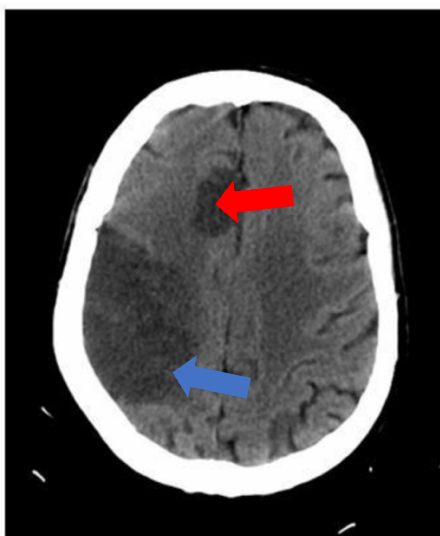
TC que mostra dos zones d'infart corresponents a la arteria cerebral mitja (fletxa blava) i la cerebral anterior (fletxa vermella). L'angio-TC mostra l'oclusió del tronc superior de M2 de l'arteria cerebral mitja dreta (fletxa lateral) i de A2 de l'artèria cerebral anterior dreta (fletxa medial).
